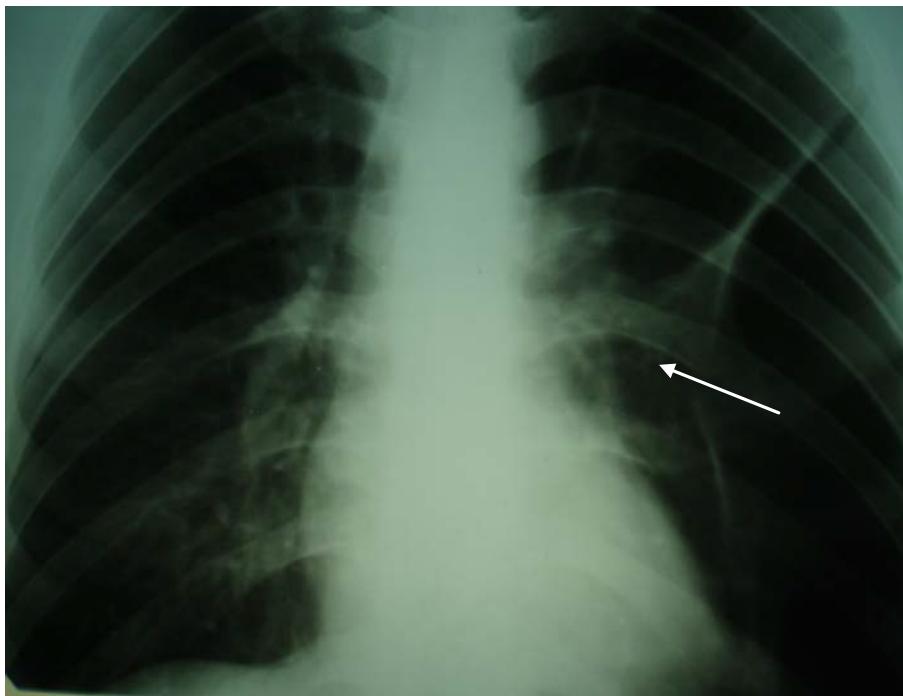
Рентгенограмма пациента К., 30 лет, в день поступления. Отмечается коллапс легкого на ¼ слева, в плевральной полости массивные плевральные сращения.
